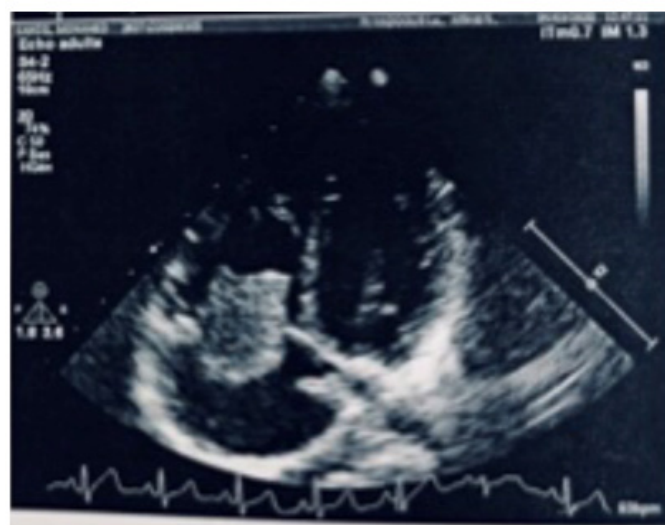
Sonographic appearance of large right chamber myxoma.
